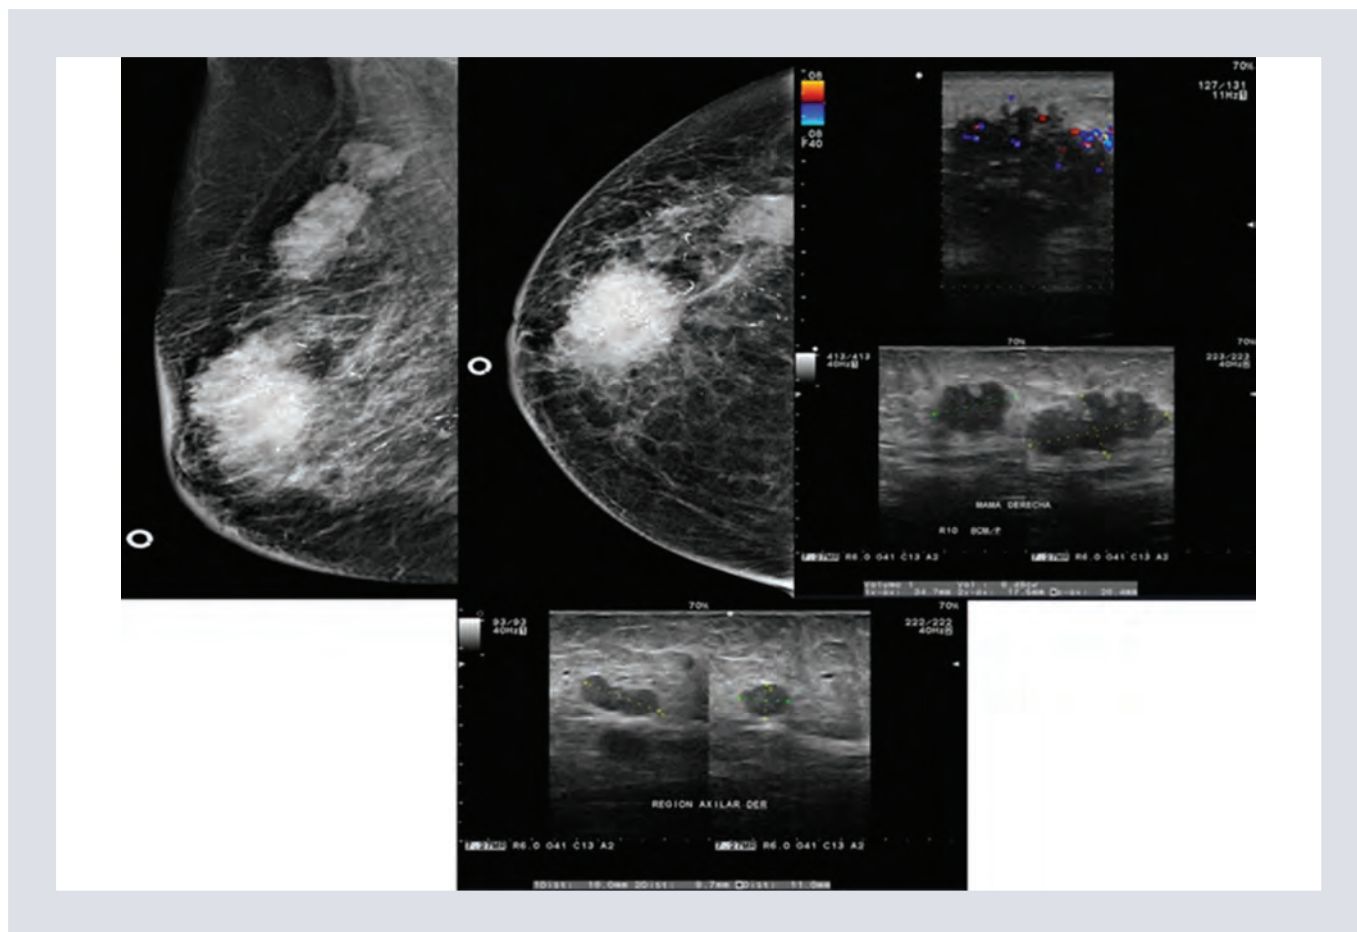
Caso V. Paciente de sexo femenino de 80 años. Reporte de patología: Carcinoma ductal invasor sin patrón específico, con reacción desmoplásica y necrosis, multicéntrico, Inmunohistoquímica (IHC) luminal B (RH+ y HER2+). Arriba: Mastografía con nódulo retroareolar, irregular, espiculado, de mayor densidad, en su interior con calcificaciones de morfología y distribución sospechosa, ocasiona engrosamiento de la piel y retracción del complejo areola-pezones. En el cuadrante superoexterno y prolongación axilar existen nódulos irregulares, de márgenes microlobulados e indefinidos, de mayor densidad, que nos indica multicentricidad. Abajo: Ultrasonido con transductor lineal en modo B y con Doppler color, donde se corroboran nódulos irregulares altamente sugestivos de malignidad y adenopatías axilares de aspecto infiltrativo.
